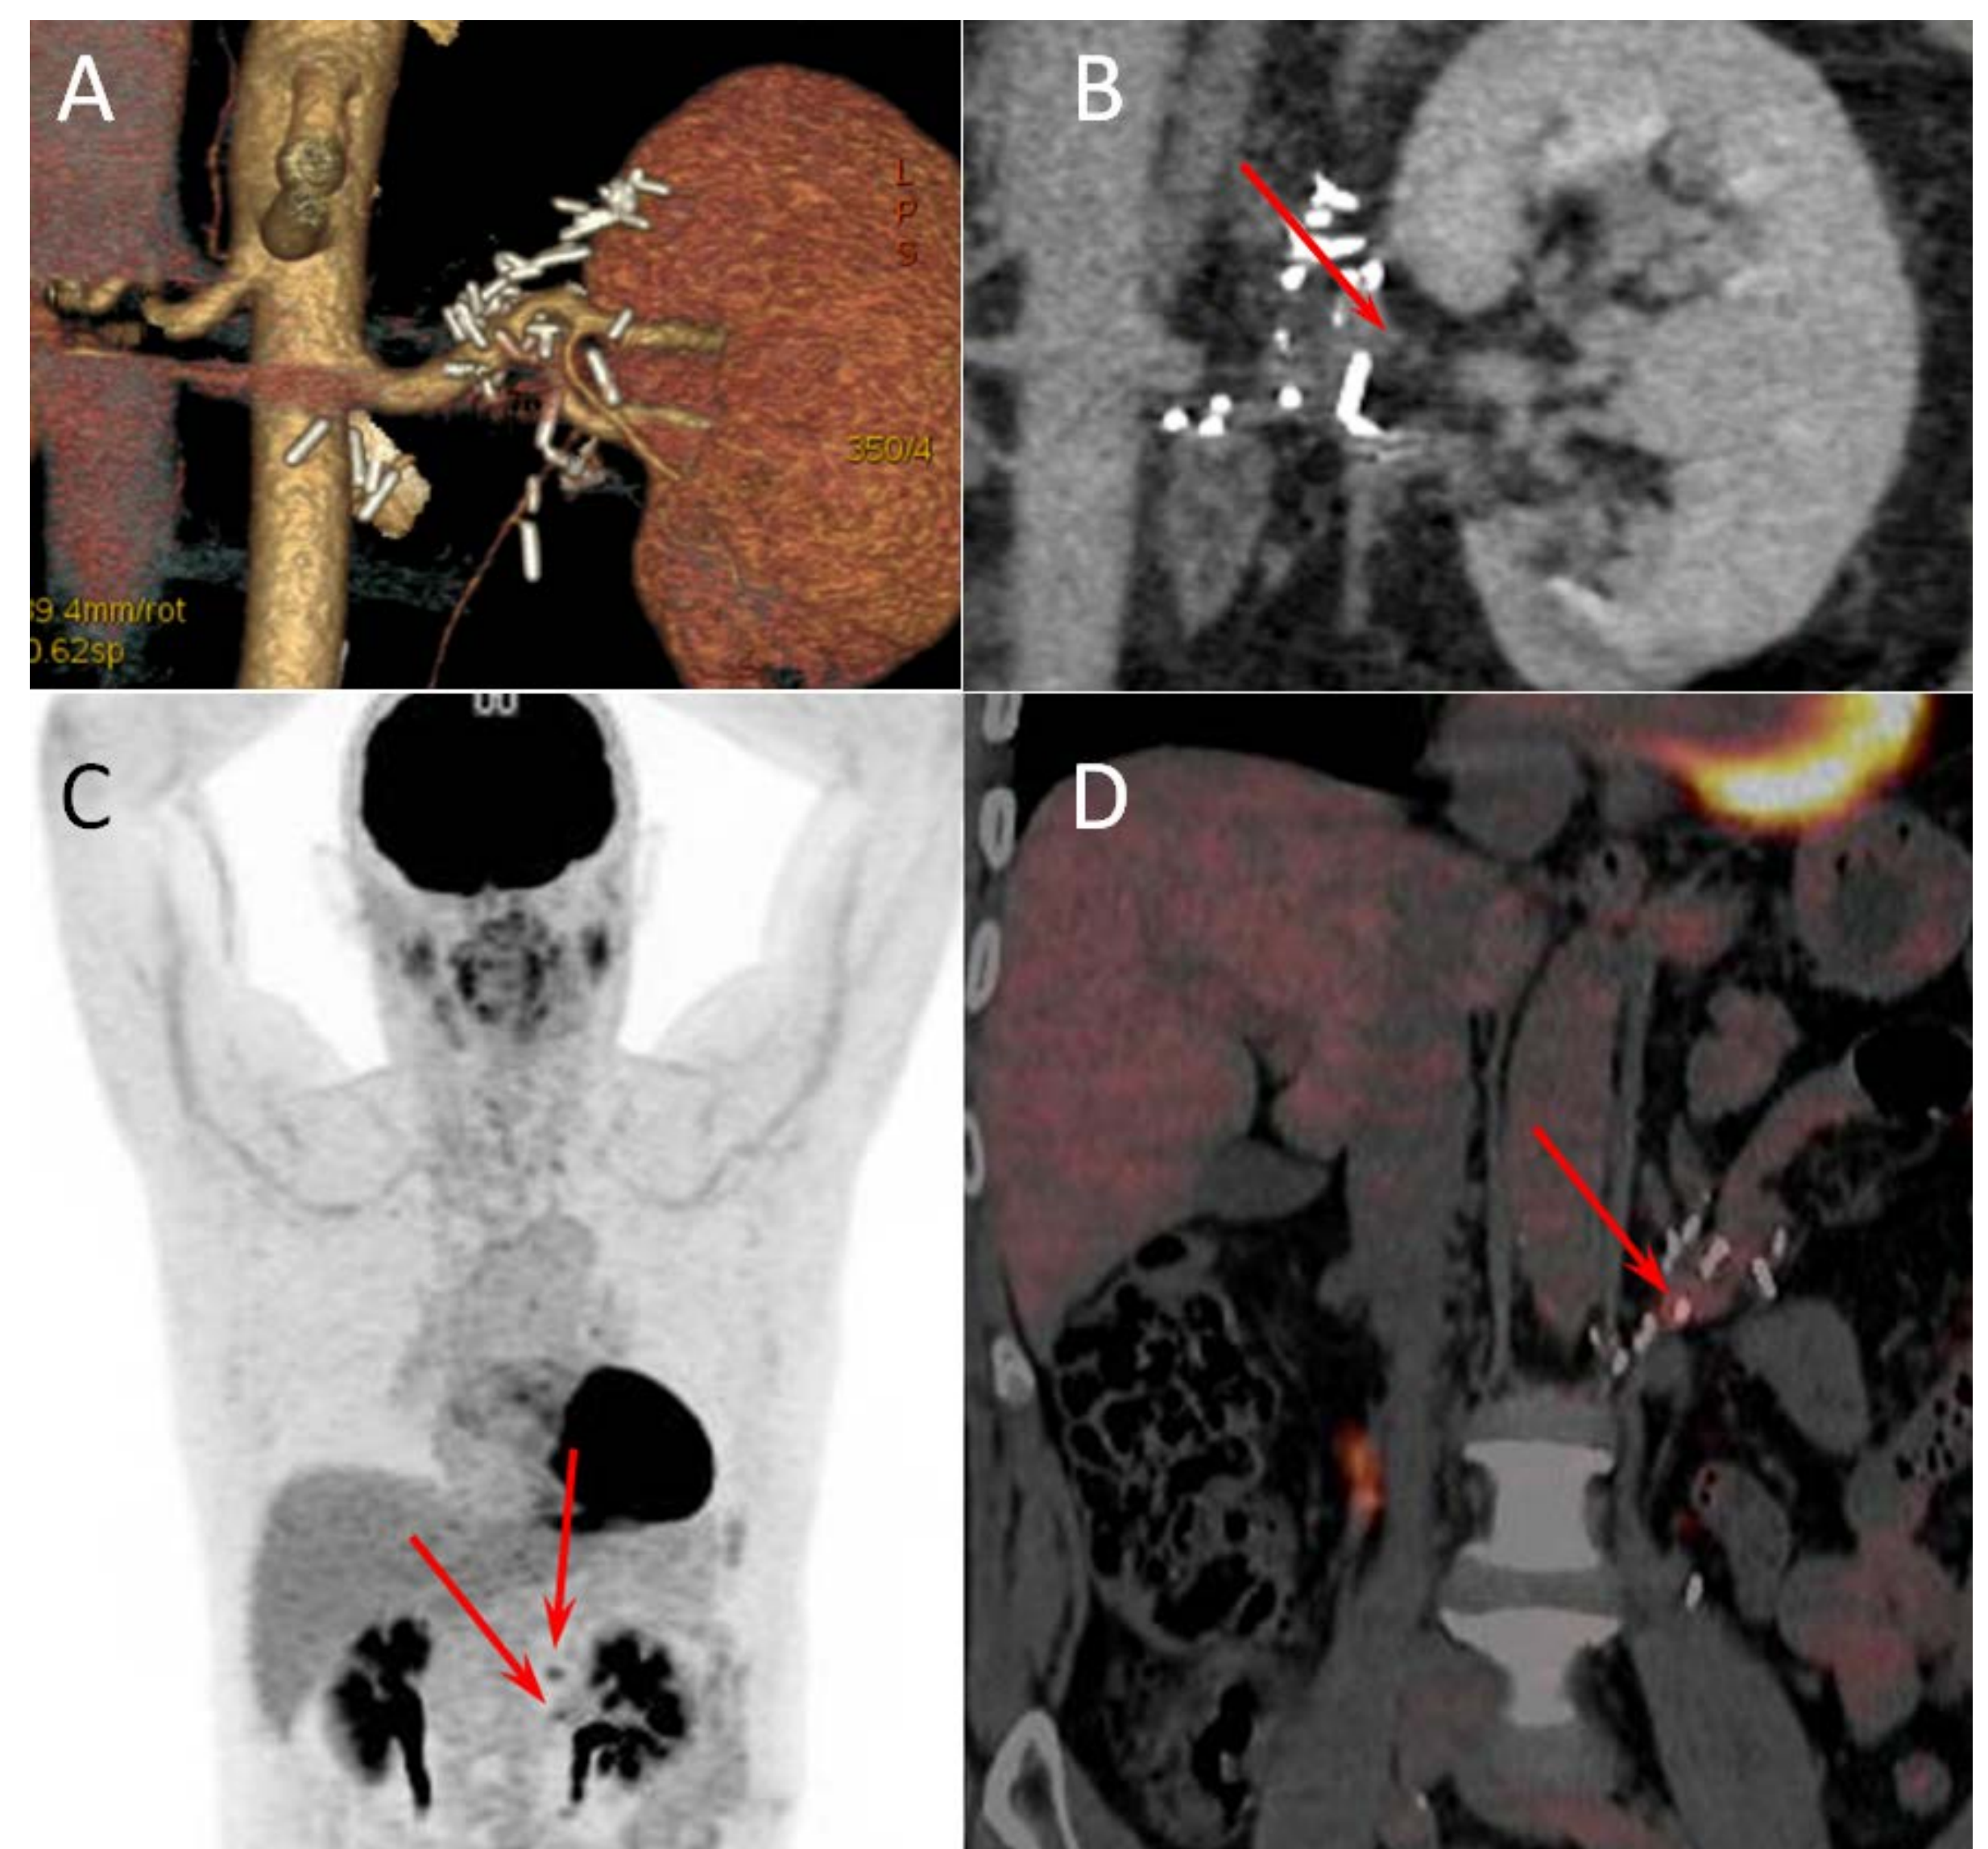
Scanner abdominal (A et B) et tomographie par émission de positons au 18F-déoxyglucose (TEP-FDG) (C et D) après traitement. A et B, nette diminution de la lésion de 7 mm entre les clips chirurgicaux du hile rénal gauche. C et D, nette diminution de la SUV max (3,8) au niveau du pédicule rénal gauche (flèches rouge). Régression morpho-métabolique complète de la lésion sous surrénalienne gauche.
